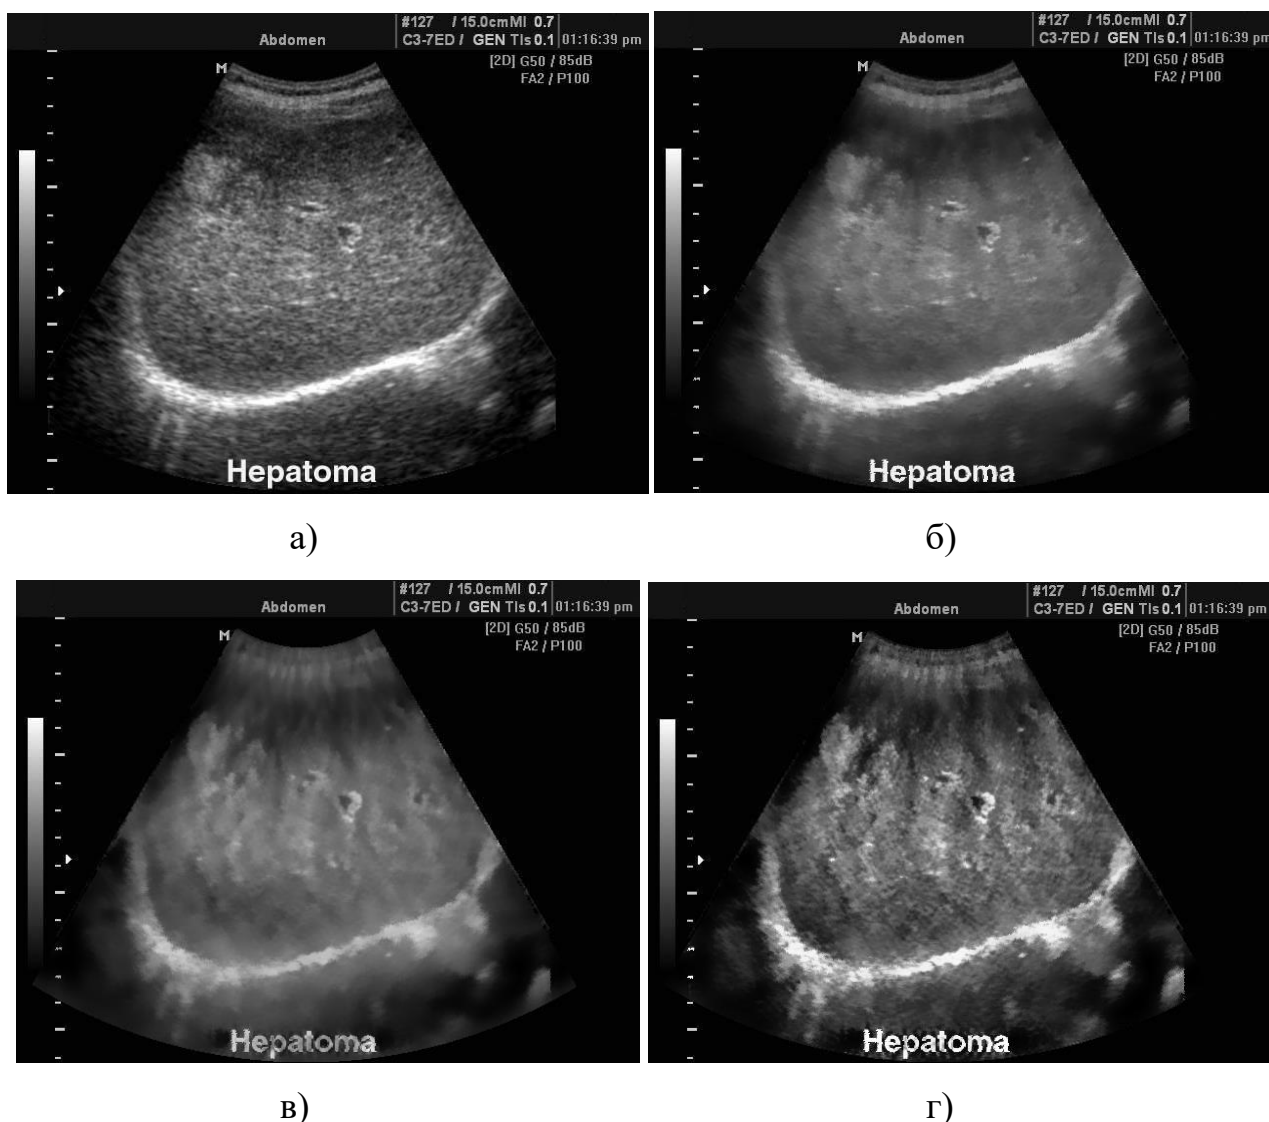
Исходное изображение УЗИ - (а) и результаты его обработки (все с применением развёртки из секторального в прямоугольное и обратно): БФ к исходному - (б), "классический" МФ плюс БФ - (в), модернизированный МФ плюс БФ - (г).
